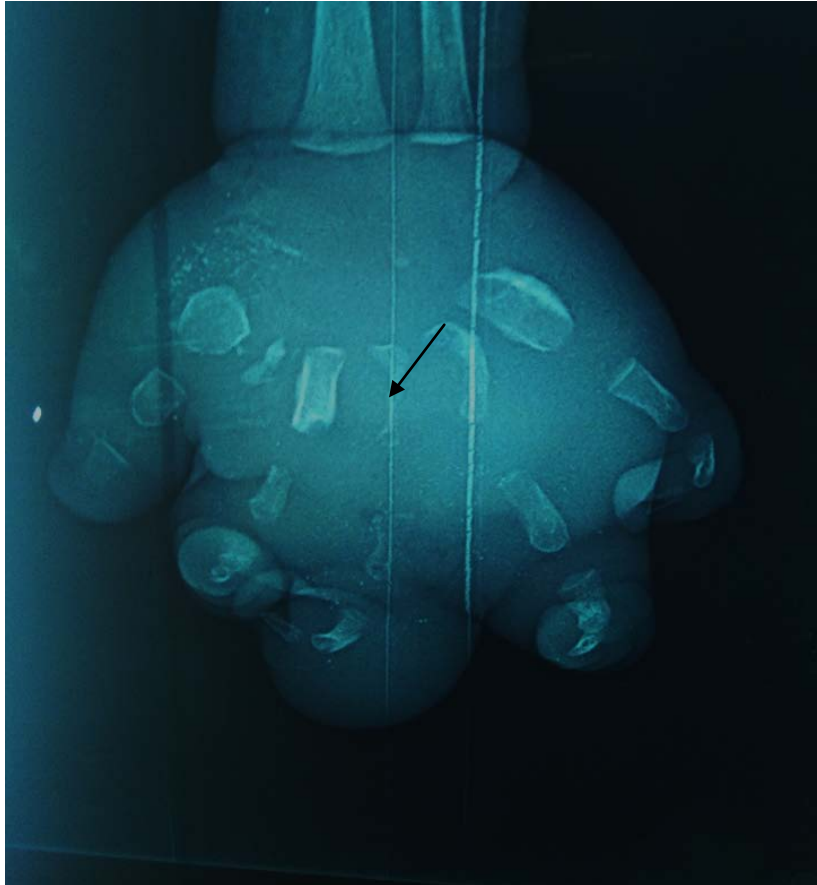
Radiographie standard de la main gauche (face)
